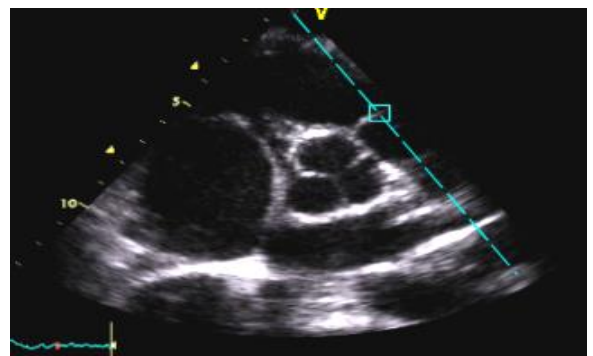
Coupe parasternale petit axe avec curseur passant par la valve pulmonaire
